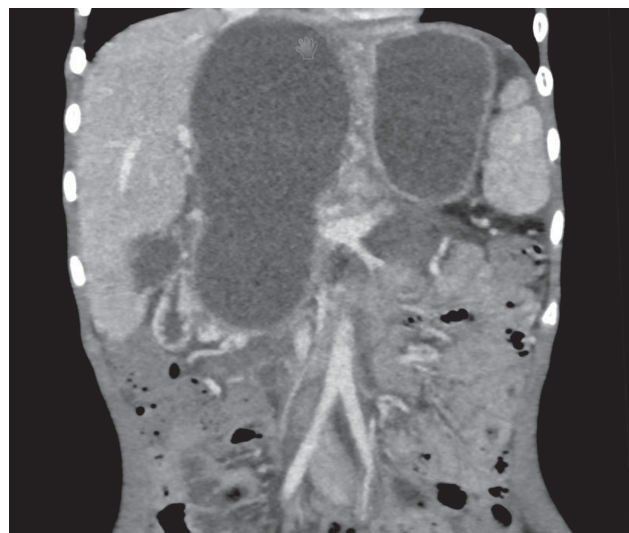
Спиральная компьютерная томография: двухкамерное парапанкреатическое острое жидкостное скопление при травме поджелудочной железы (Grade 3).
